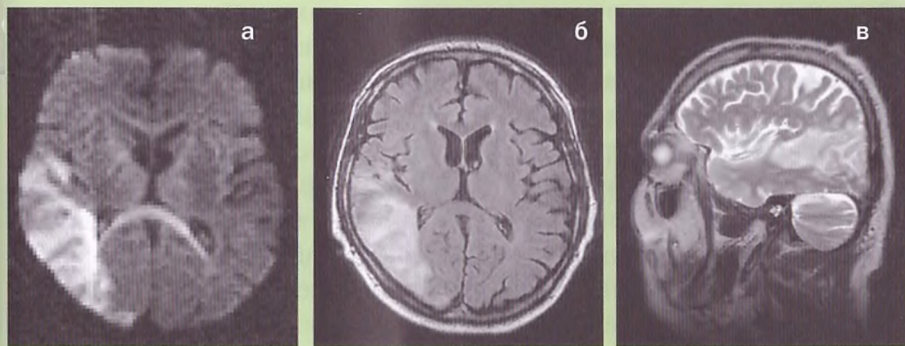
Инфаркт в бассейне правой средней мозговой артерии, вызывающий игнорирование (МРТ):
